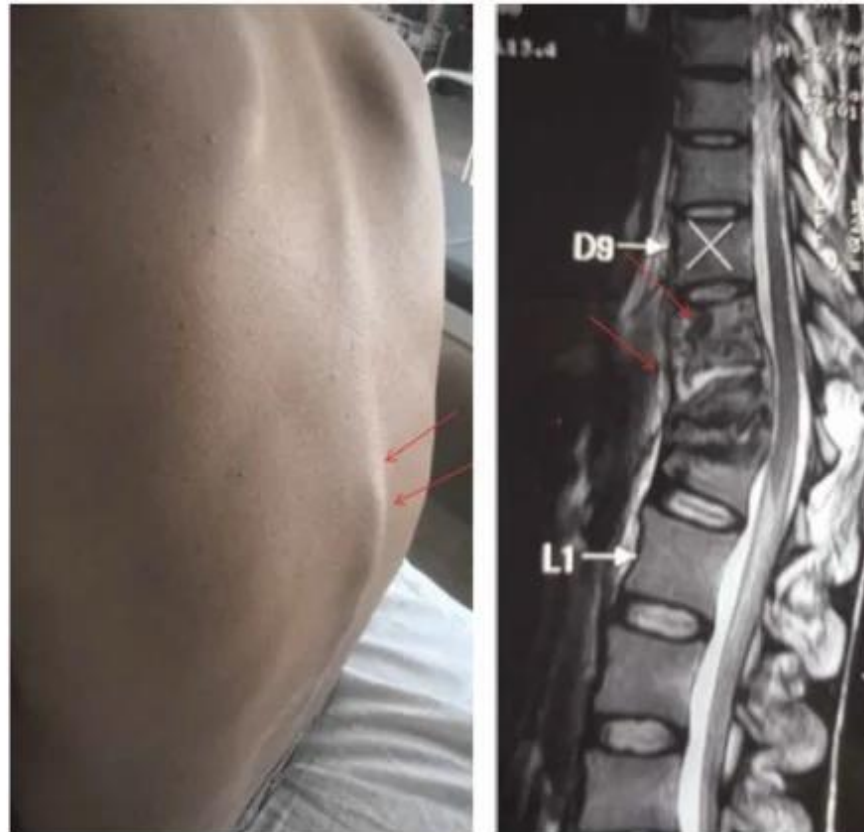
'Gibbus formation' in the thoraco-lumbar region of a patient with spinal tuberculosis (left). The magnetic resonance shows spinal tuberculosis at T10–T12. Spinal tuberculosis causes the destruction, collapse of vertebrae, and angulation of vertebral column (right).
